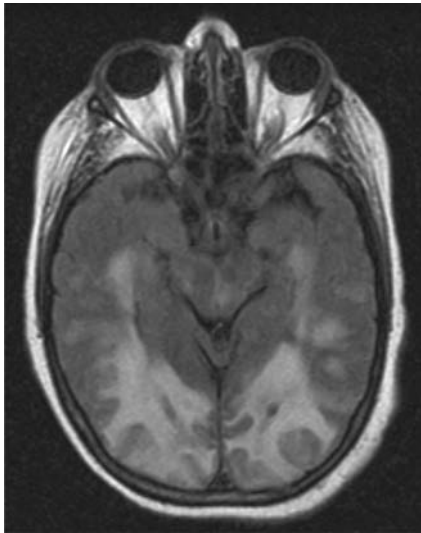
肝移植术后应用环孢素患者脑磁共振轴位衰减反转恢复序列 (FLAIR) 成像
